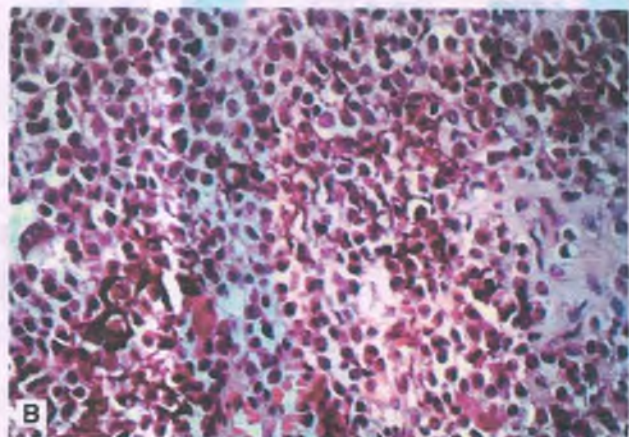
Condroblastoma A. Imagen de resonancia magnética del hombro de un niño en el que se observan lesiones líticas evidentes en la cabeza del húmero que incluyen su epífisis y se extienden a través de la placa epifisaria. B. El aspecto histológico del condroblastoma se define por la presencia de células redondas pletóricas (condroblastos) rodeadas por una matriz condroide primitiva mineralizada.
